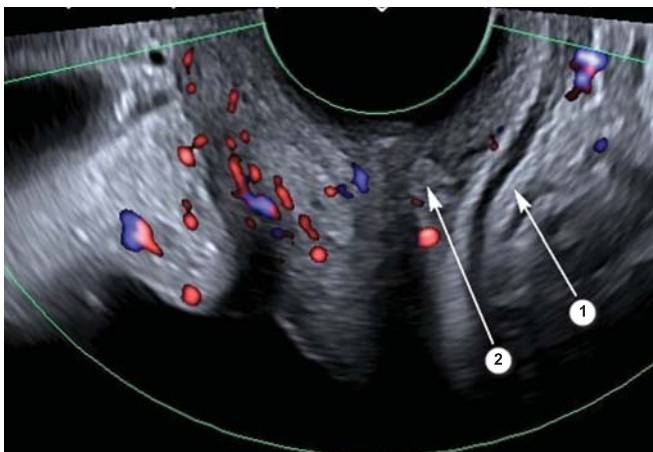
Ультразвуковая томограмма пациентки контрольной группы: 1. Стенки прямой кишки; 2. Стенки влагалища с сохраненным анатомическим ходом сосудов
